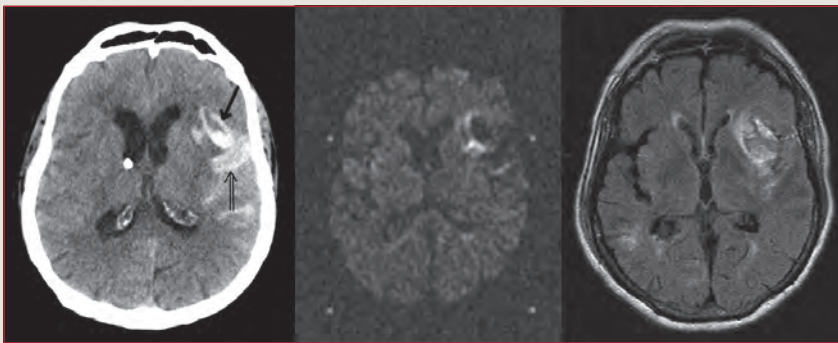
Patientin von Abb. 5; links: Computertomographie 12 Stunden nach Thrombektomie mit geringem intrazerebralen Extravasat (aus Blut und Kontrastmittel) frontotemporal (Pfeil) und in der Sylvischen Fissur links (Doppelpfeil); Mitte und rechts: MRT-Untersuchung am 7. Tag nach Intervention; Mitte: Kein Nachweis eines Medialinfarktes im Diffusionsbild (fehlende Signalsteigerung) und in der FLAIR-Sequenz (links); Weiterhin sichtbare Blutreste links frontotemporal ähnlich dem postinterventionellen CT-Bild.
